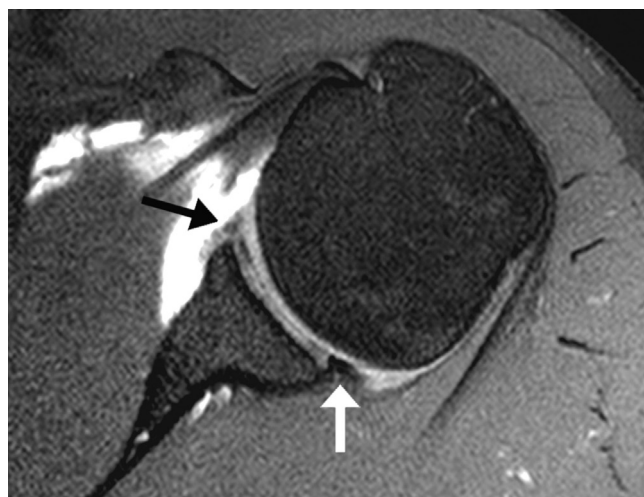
A 28-year-old man with posterior and anterior labral tear (3-9 o'clock) confirmed with arthroscopy. Fat-saturated transverse T1-weighted image shows normal appeared posterior labrum (white arrow) by both readers. Concomitant anterior labral lesion is seen as increased signal intensity without poorly differentiated labrum (black arrow) because of synovial fibrous tissue and labral degeneration.
